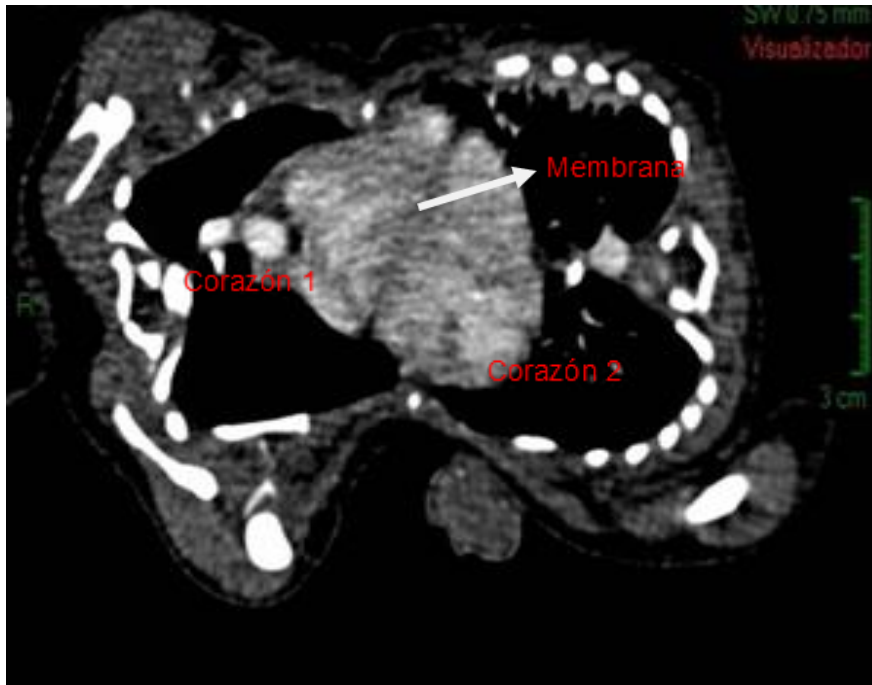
Corte axial de la tomografía computada en fase contrastada del tórax que muestra la unión de ambos corazones.
